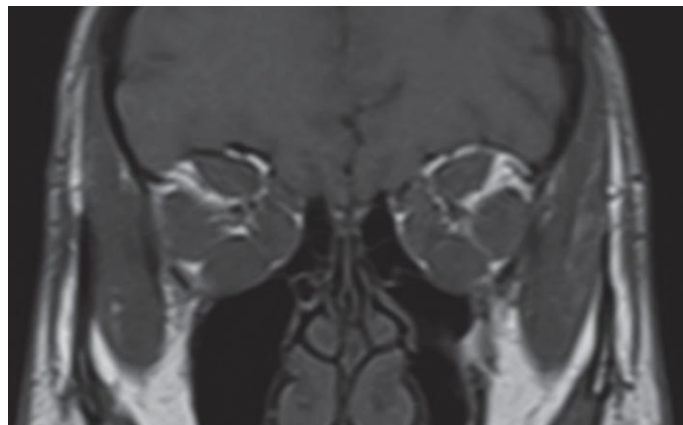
IRM orbitaire en coupe coronale (pondération T1) montrant l'effacement de la graisse périneurale par encombrement musculaire (patient) 1.
